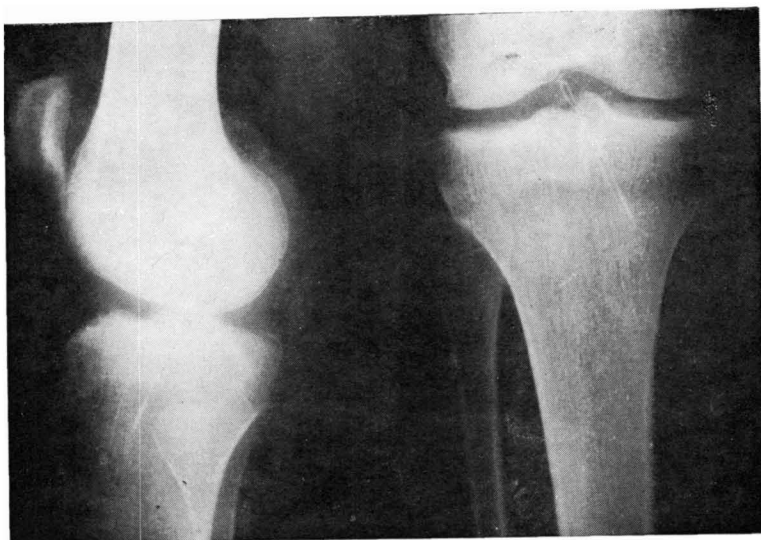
Caso 6. Radiografías postoperatorias.
